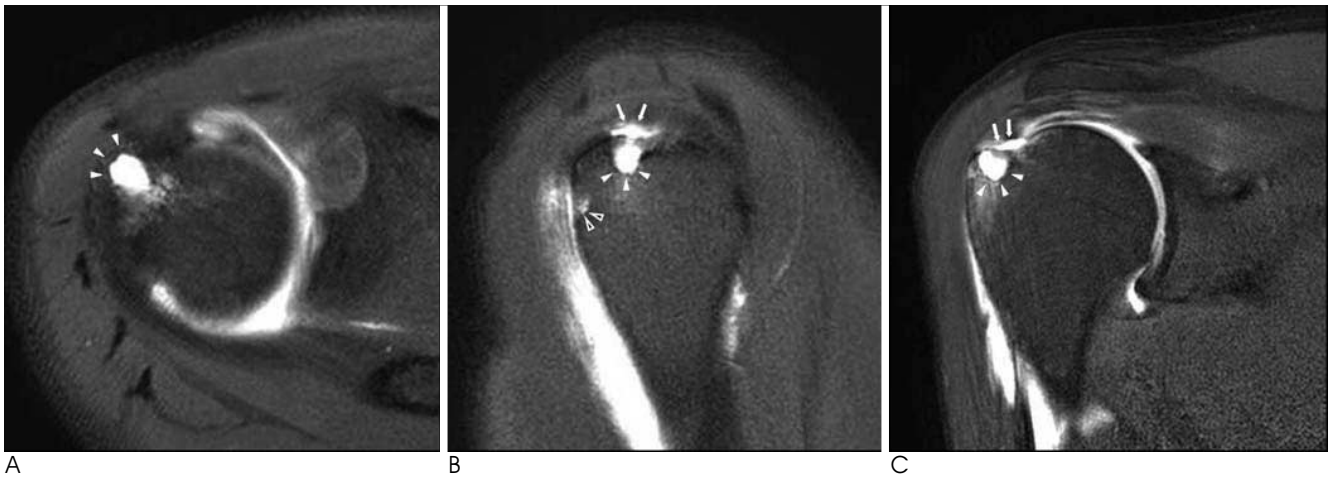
Fat-suppressed T1-weighted axial MRA (A), fat-suppressed T1-weighted oblique sagittal MRA (B) and fat-suppressed T1-weighted oblique coronal MRA (C) show cystic lesion (arrowheads) within the superior facet of humeral greater tuberosity in a 41-year-old male patient with full-thickness tear of supraspinatus tendon. Overlying high signal intensity gap created by tear of supraspinatus tendon (arrows). Another high signal cystic lesion involves posterior to the bicipital groove (BG, open arrowheads).
